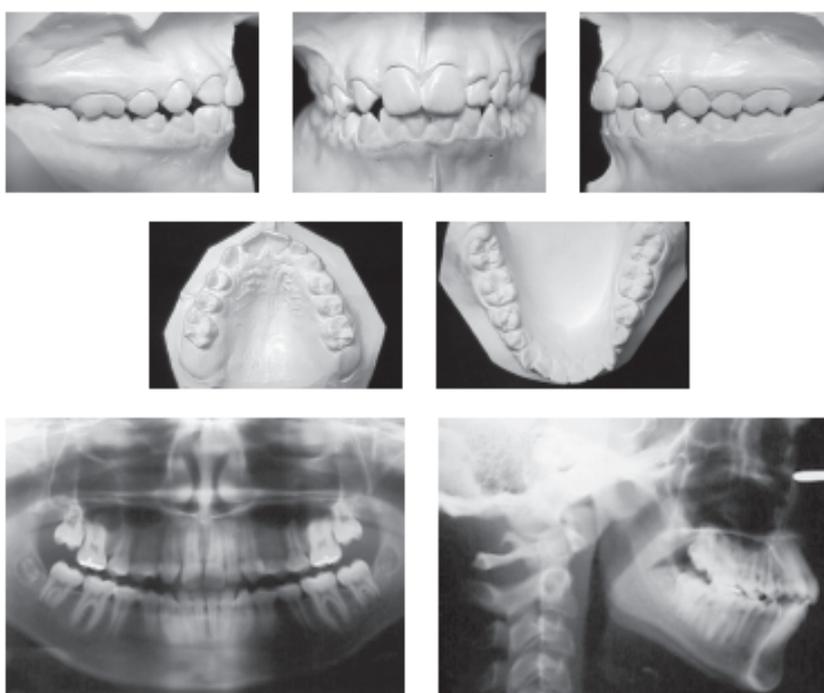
Modelos de estudo, panorâmica e telerradiografia pré tratamento paciente com agenesia unilateral (dente 12)
